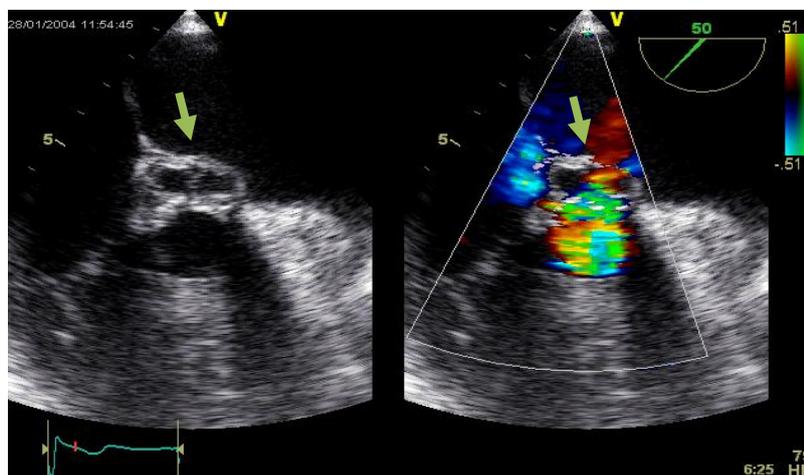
Imagen de pseudoaneurisma (flechas). Con el ecodoppler color se observa cómo se rellena la cavidad.
